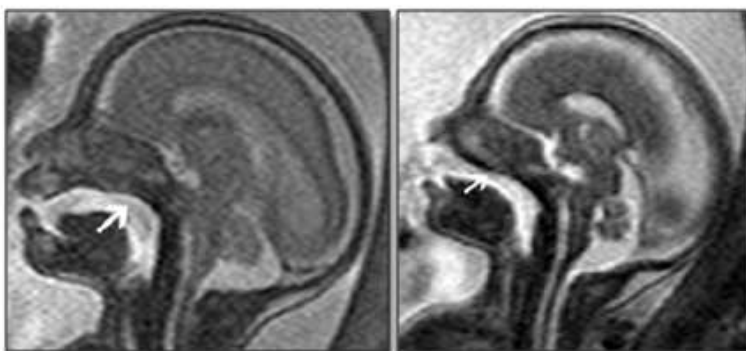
Imágenes de RM sagital en T2 de una fisura completa de paladar primario y secundario en dos fetos a las 23 y 22 semanas respectivamente. Las flechas marcan la ausencia de la capa hipointensa del paladar.
